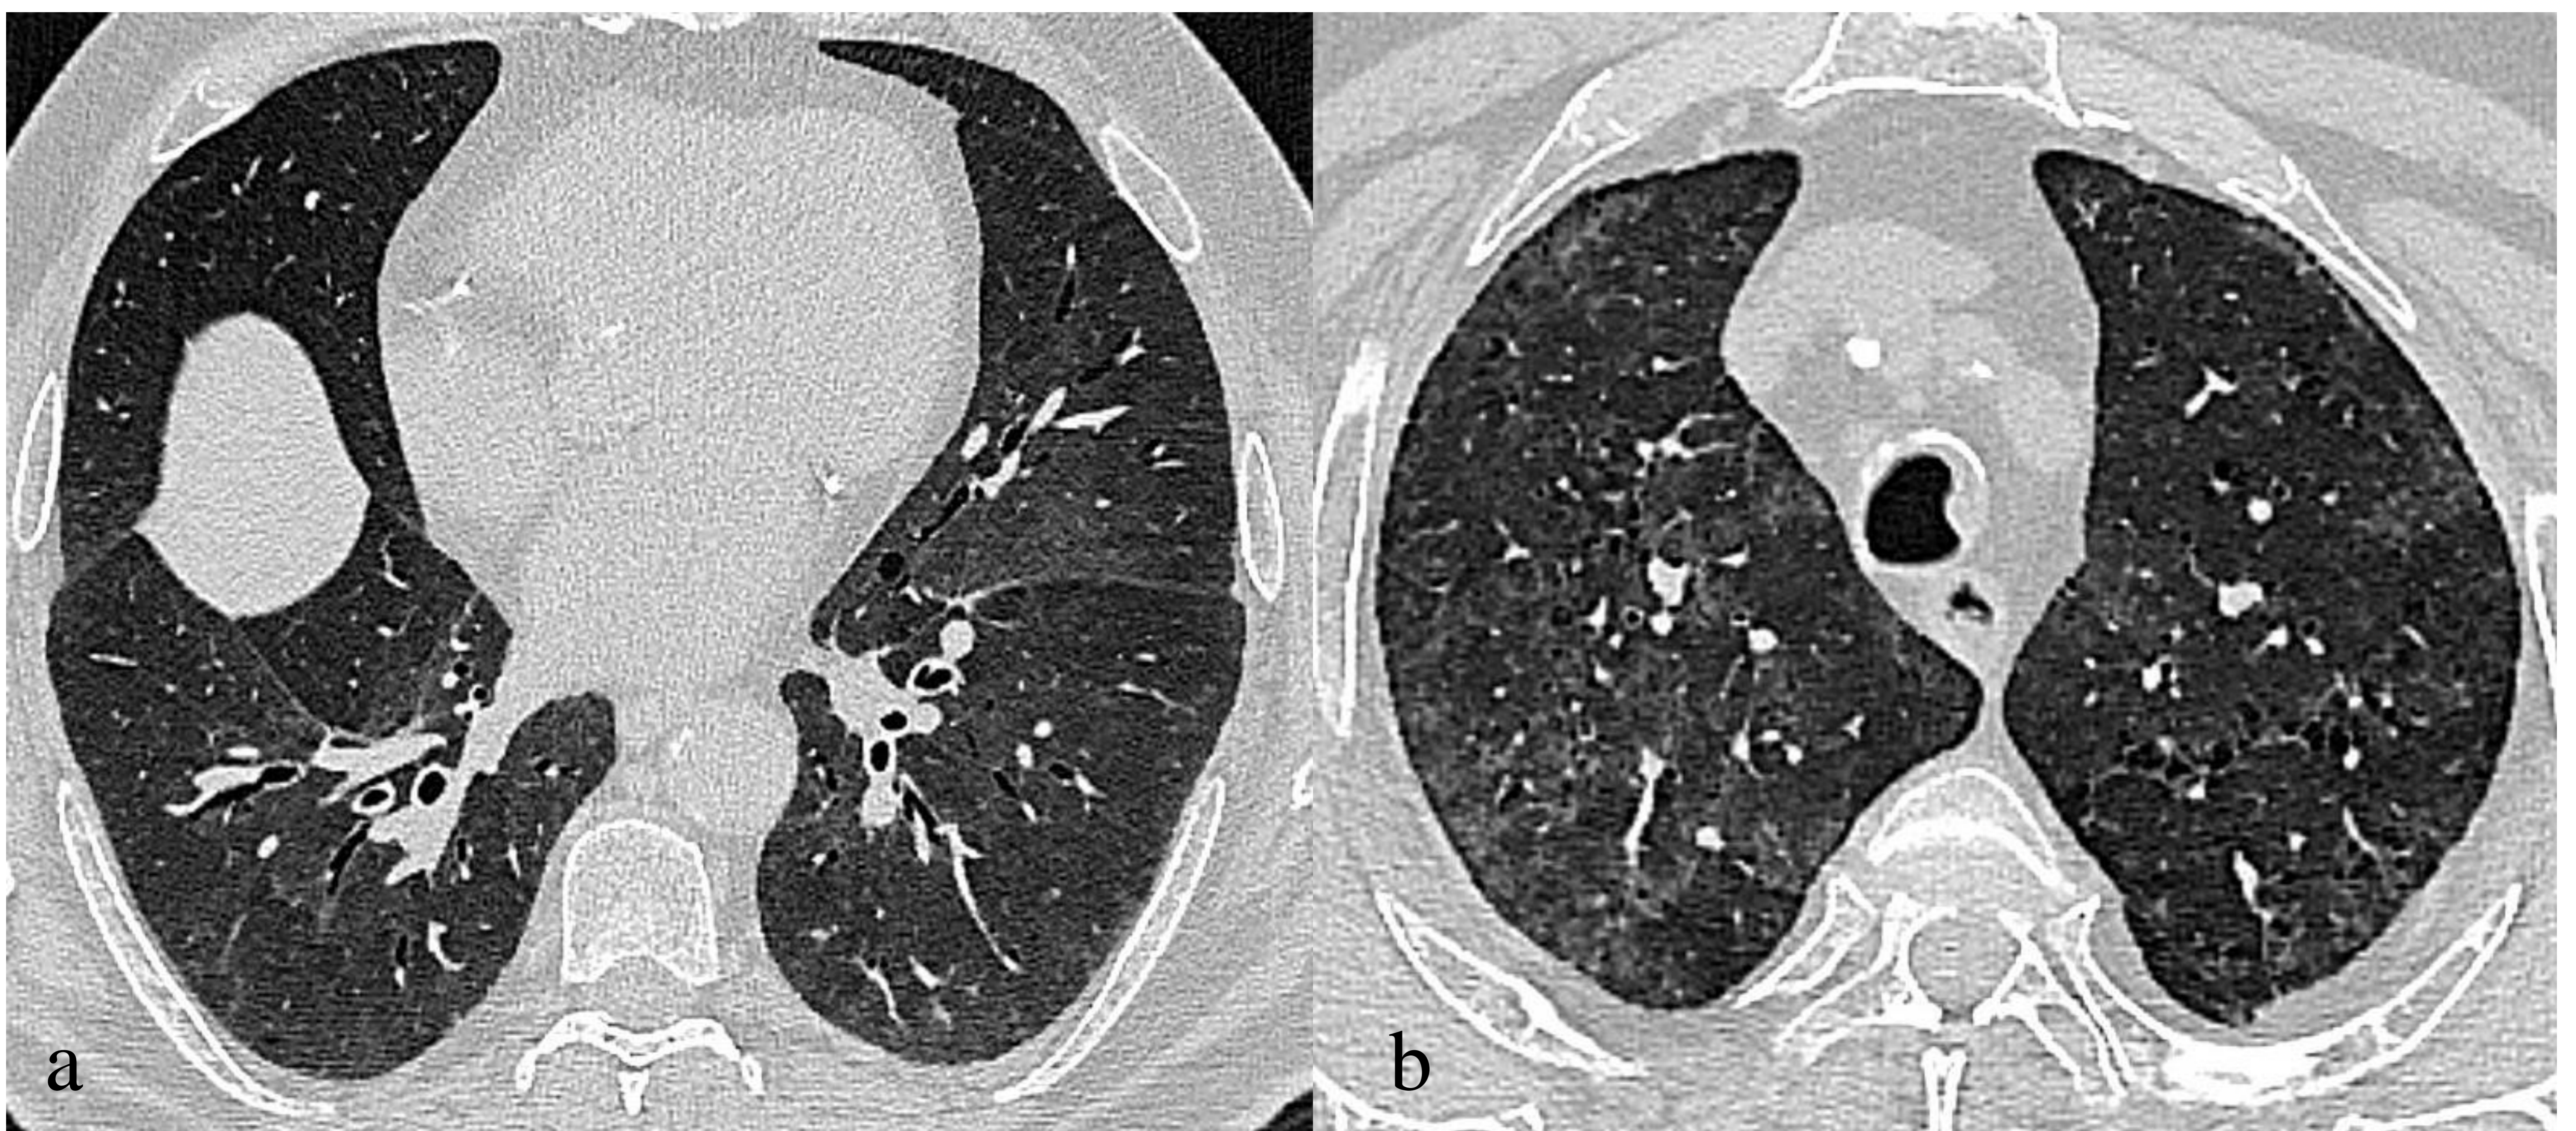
Varón de 71 años, exfumador, con disnea de grandes esfuerzos. En cortes axiales de TC se observan nódulos centrilobulillares de predominio en lóbulos superiores con focos en vidrio deslustrado parcheados y bilaterales. Se decidió realizar biopsia que confirmó hallazgos compatibles con hábito tabáquico.
